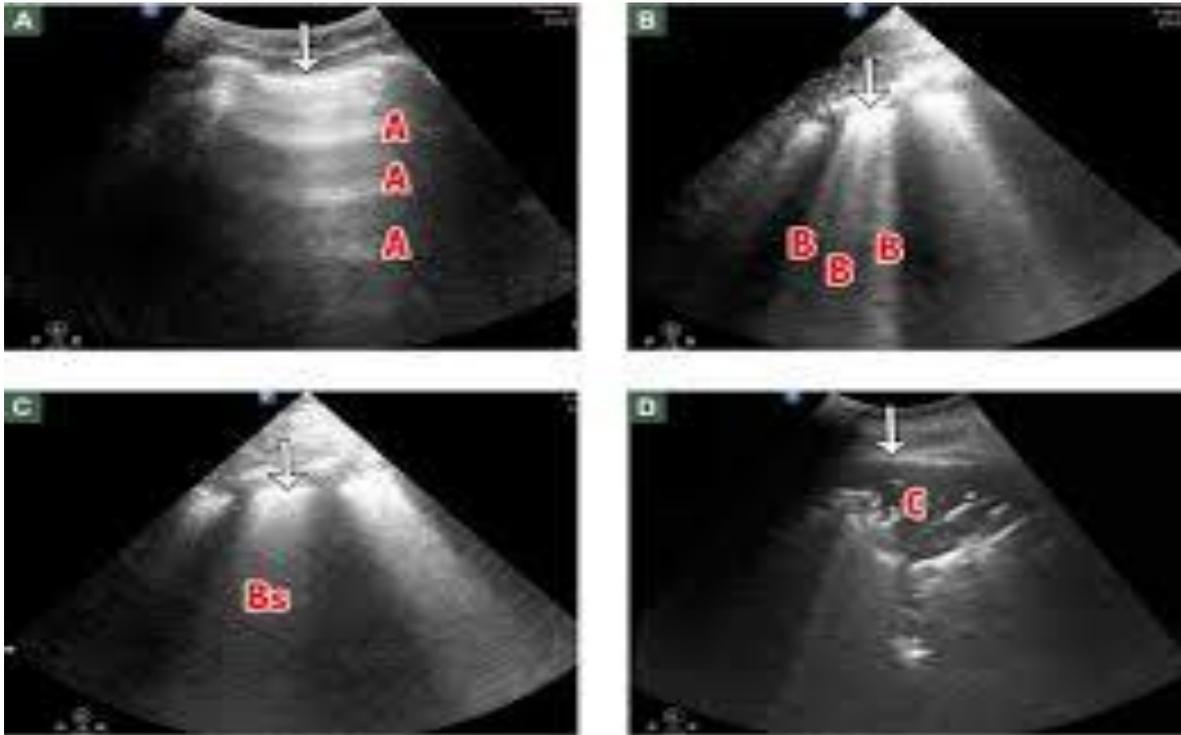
Image échographique d'une pneumonie[37]
